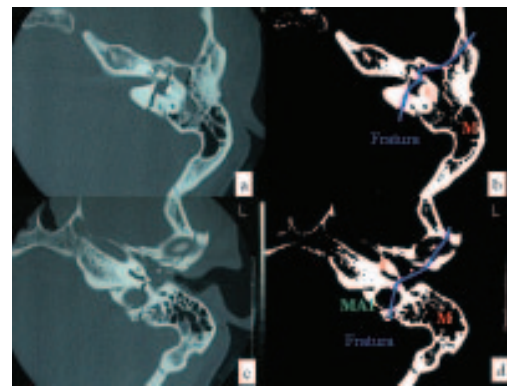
Tomografia computadorizada em corte axial de osso temporal com fratura mista. V= vestíbulo, C= cóclea, MAI= meato acústico interno e M=mastóide.
